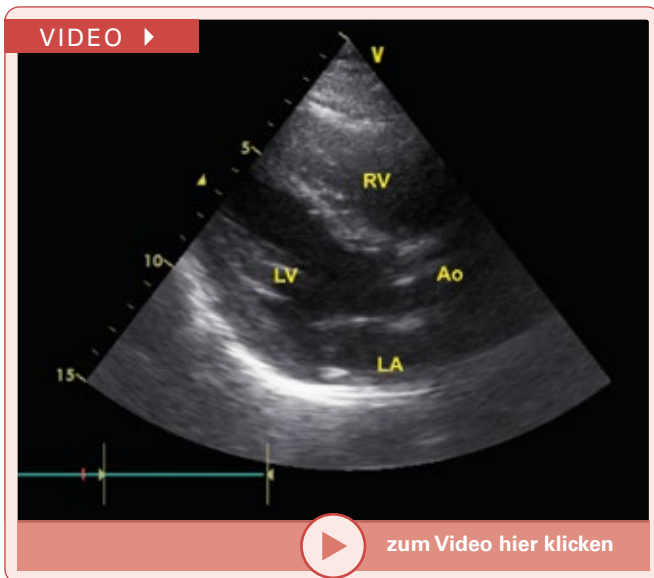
Parasternaler Längsschnitt.
